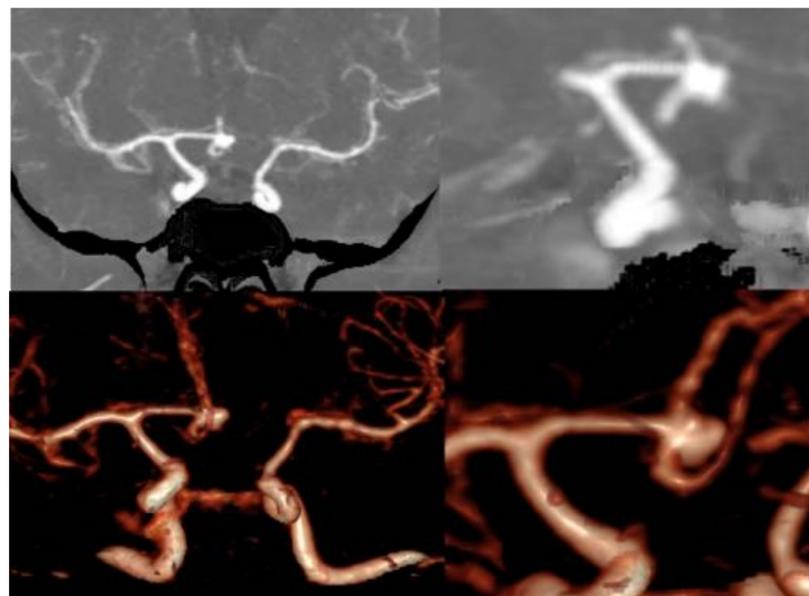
Angio-TAC de la misma paciente en el que se objetiva la presencia de aneurisma sacular de la arteria comunicante anterior e hipoplasia/agenesia del segmento A1 izquierdo.
